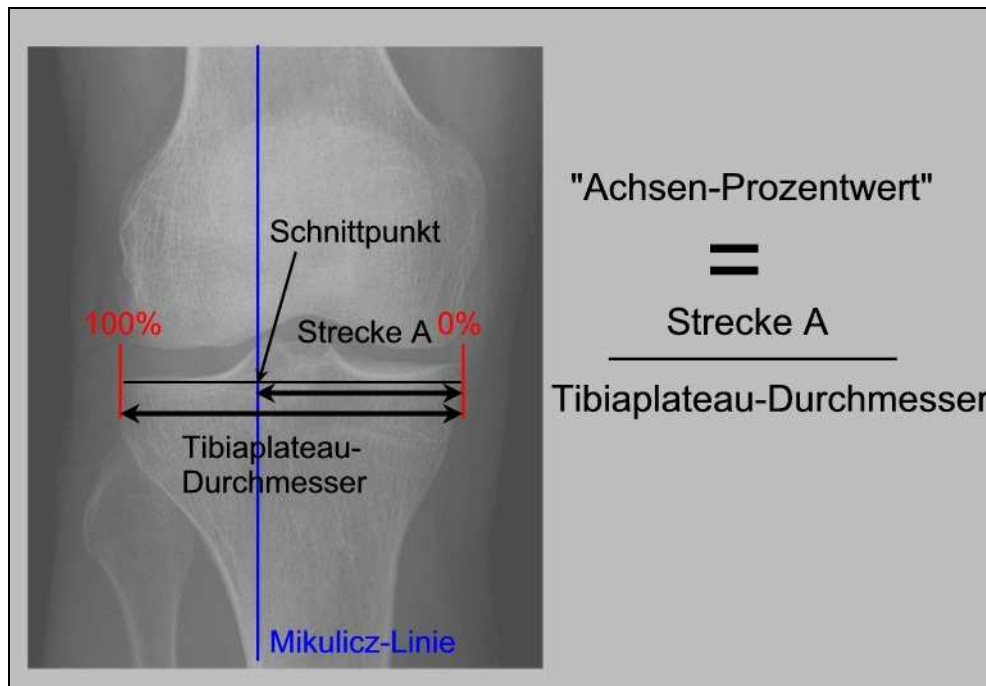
Bestimmung des „Achsen-Prozentwerts“ anhand einer Ganzbein-Röntgenaufnahme
